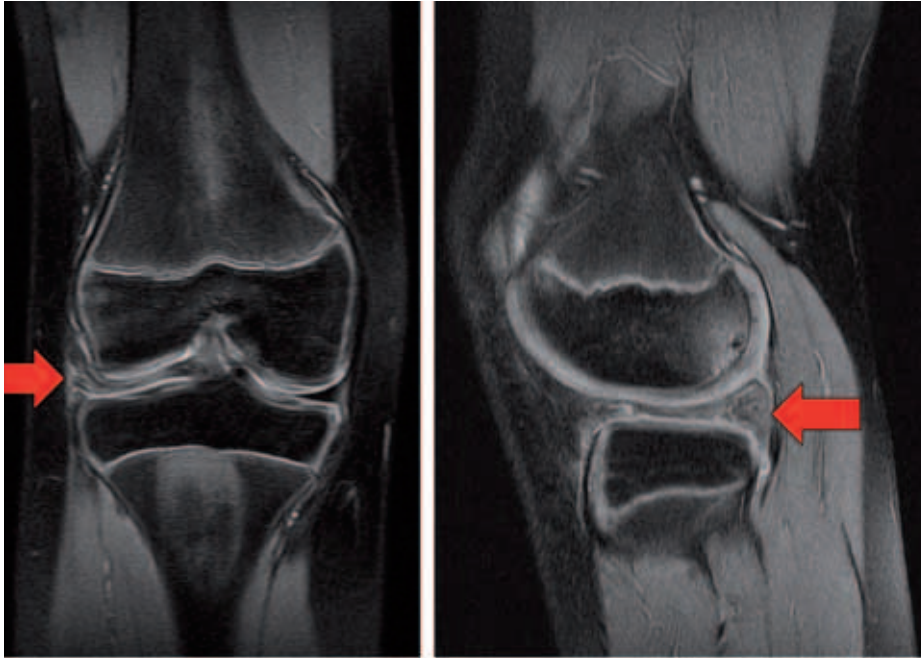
Kernspintomographische Darstellung eines lateralen Scheibenmeniskus.
